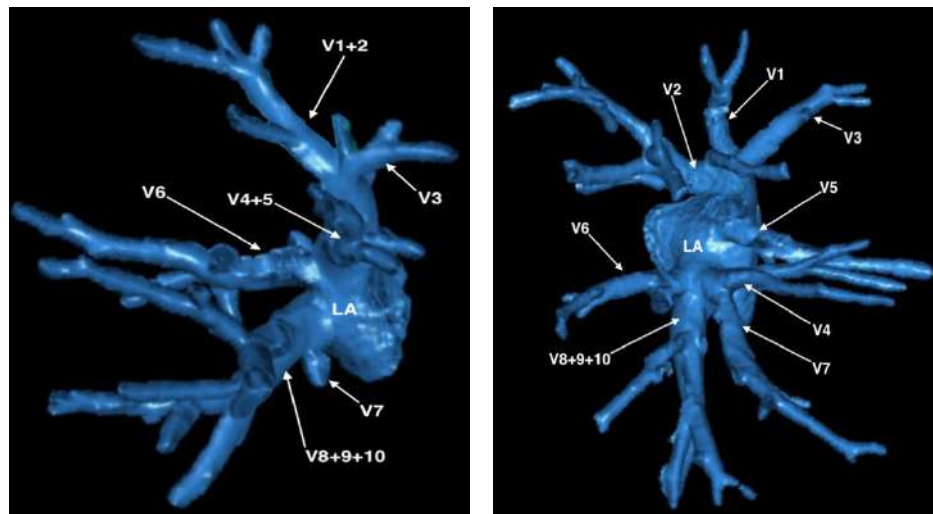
3D – реконструкция компьютерных томограмм. Варианты венозного оттока от задней (а – V^6 впадает в левое предсердие) и передней (б – V^4 впадает в V^7) зон правого лёгкого. V^{1+2} – верхушечно-задняя вена; V^1 – верхушечная вена; V^2 – вена заднего сегмента верхней доли правого лёгкого; V^3 – вена переднего сегмента верхней доли правого лёгкого; V^{4+5} – среднедолевая вена; V^4 – латеральная сегментарная вена средней доли; V^5 – медиальная сегментарная вена средней доли; V^6 – заднезональная вена; V^7 – медиальная базальная вена; V^{8+9+10} – общий ствол передней, латеральной и задней базальных вен; LA – левое предсердие
